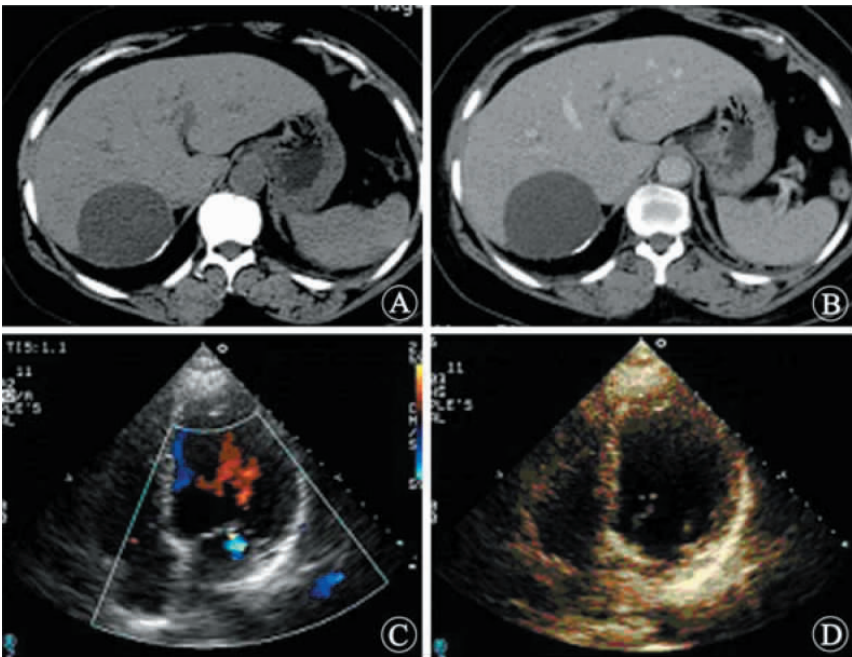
A-D:A 为 CT 平扫显示肝脏右后叶类圆形囊性病灶 ,后壁见菲薄钙化影 ;B 为增强扫描 ,未见明显囊壁及囊内强化 ;C 和 D 为超声声像图显示孤立类圆形液性暗区 ,后壁明显增强效应 ,底部可见小点状反射 ,位于囊后壁 ,随体位变动散落形成雪花征
